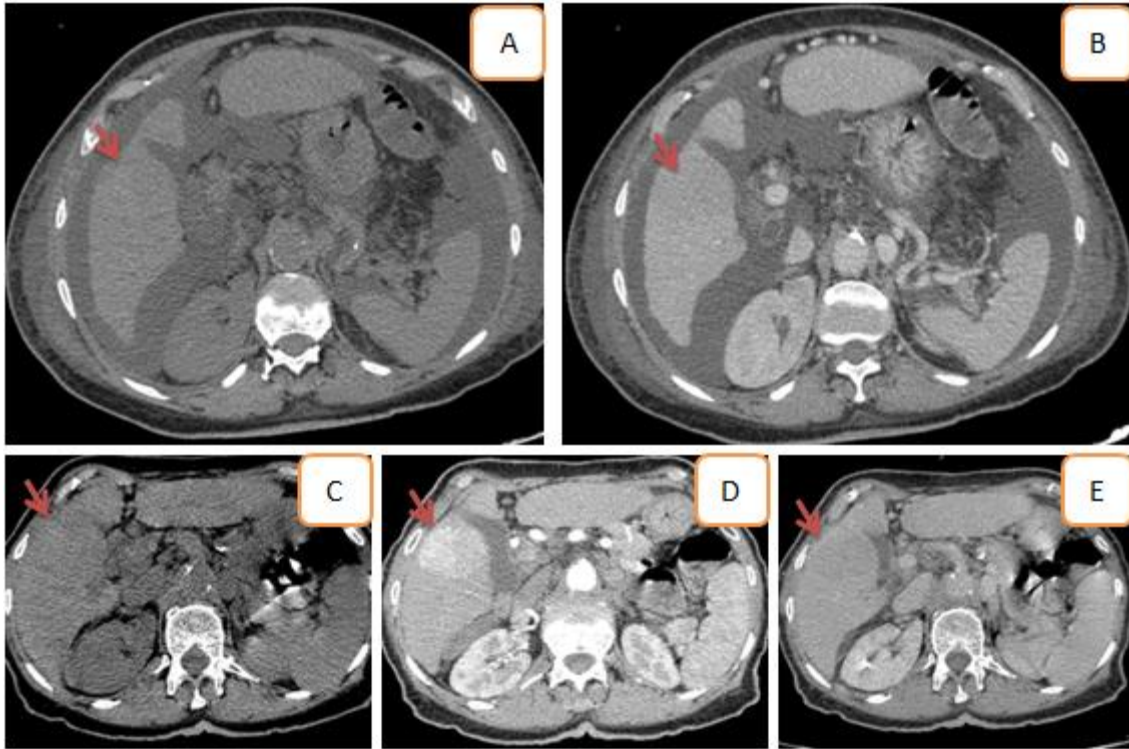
A la TDM initiale : CHC du segment V rompu avec un épanchement de grande abondance (A et B). A la TDM de contrôle : Masse tissulaire du segment V, de forme ovale bien limitée, isodense en contraste spontané(C), fortement rehaussée au temps artériel (Wash-in : D) avec Lavage au temps portal (Wash-out : E); il s'y associe un épanchement intra-péritonéal.
